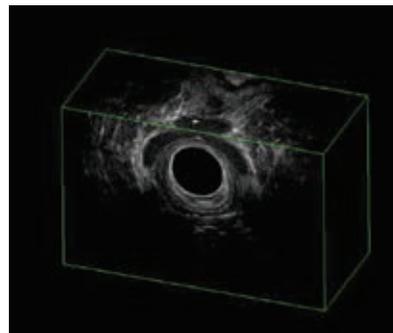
Трансректальное УЗИ (февраль 2019 г.): задний неполный подковообразный свищ прямой кишки с подслизистым затеком
